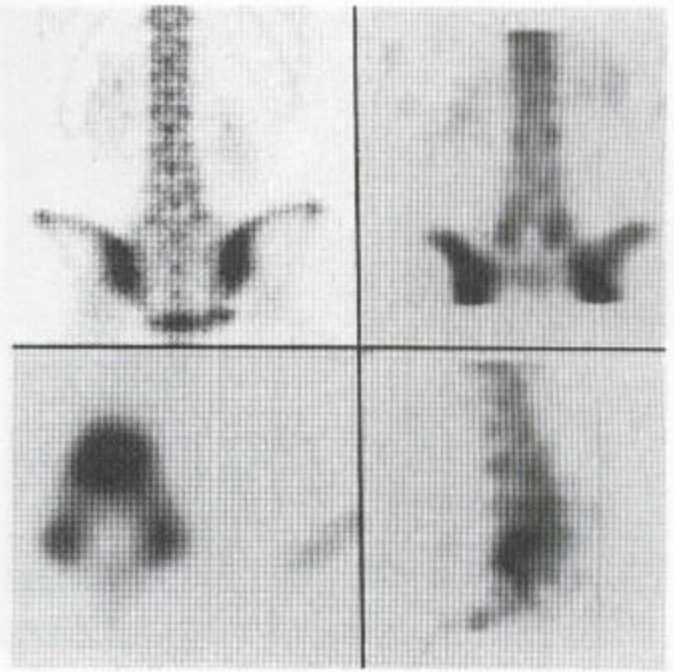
SPECT 上显示的双侧缺陷部 L₅ 处证明其后部有对称性的摄入增加灶（承蒙 A Saifuddin 博士的好意）。
